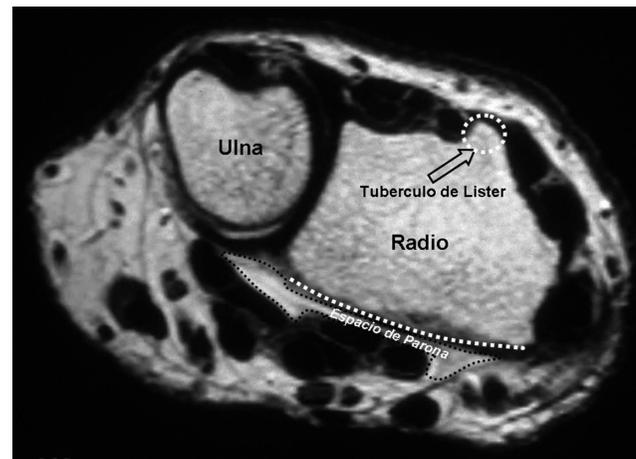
Estudio de Resonancia Magnética que demuestra la estrecha relación entre las estructuras óseas y las partes blandas, Volar y Dorsal, así como las zonas de menor contacto disponibles para la colocación del material de síntesis. (Señalizadas en línea discontinua blanca).
